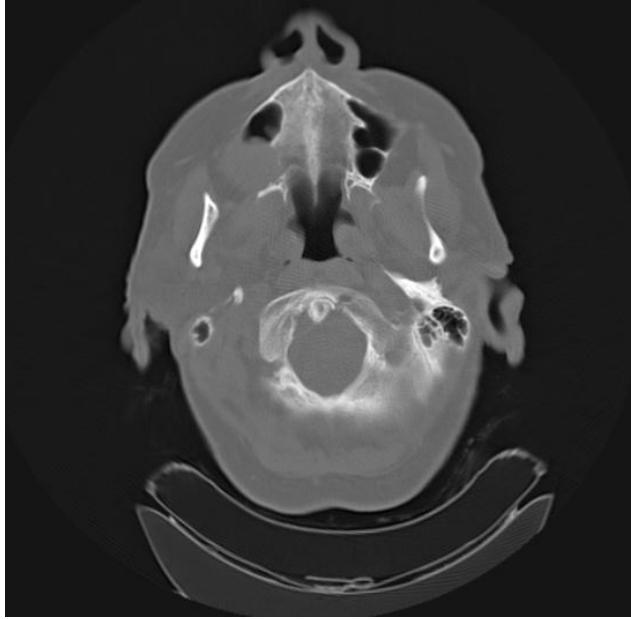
Tomografía axial computarizada de región maxilofacial.
